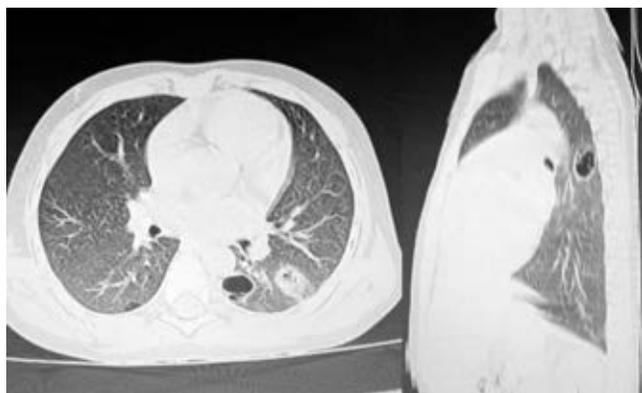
МСКТ ОГК пациента Т., 7 лет, от 28.08.2018 г.
